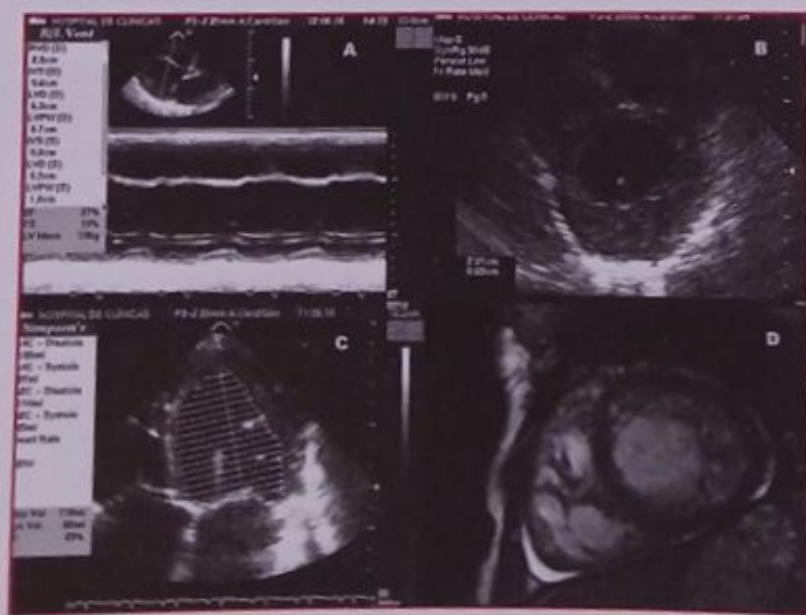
Ecocardiograma en el que se observa dilatación ventricular izquierda (A) y mala función sistólica (B). Vistas de eje corto del ecocardiograma (C) y de la resonancia magnética (D) donde se evidencia el miocardio no compactado.
